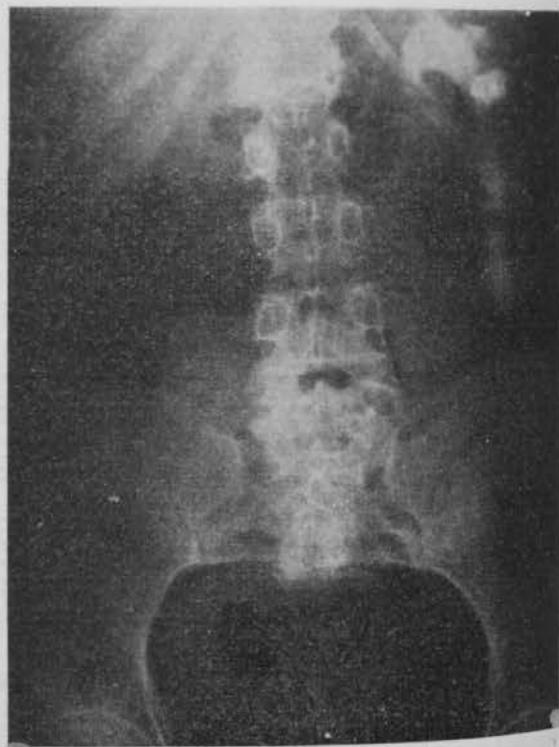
Radiografía de columna vertebral (caso n.º 3). Gran hiperclaridad ósea e intensas concreciones calcáreas en el lado izquierdo.
